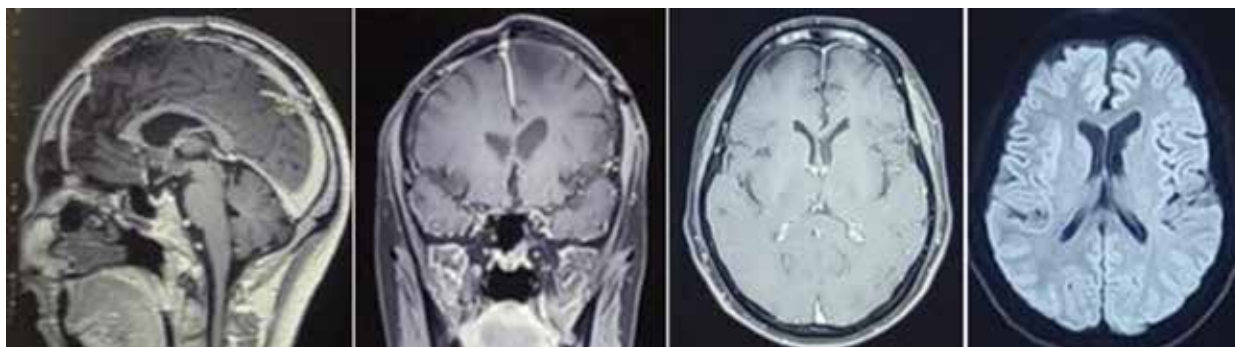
One-year follow-up brain MRI showing no residual or recurrent lesion in the left frontal region following gross total resection of intracranial mesenchymal tumor with FET::CREB fusion
